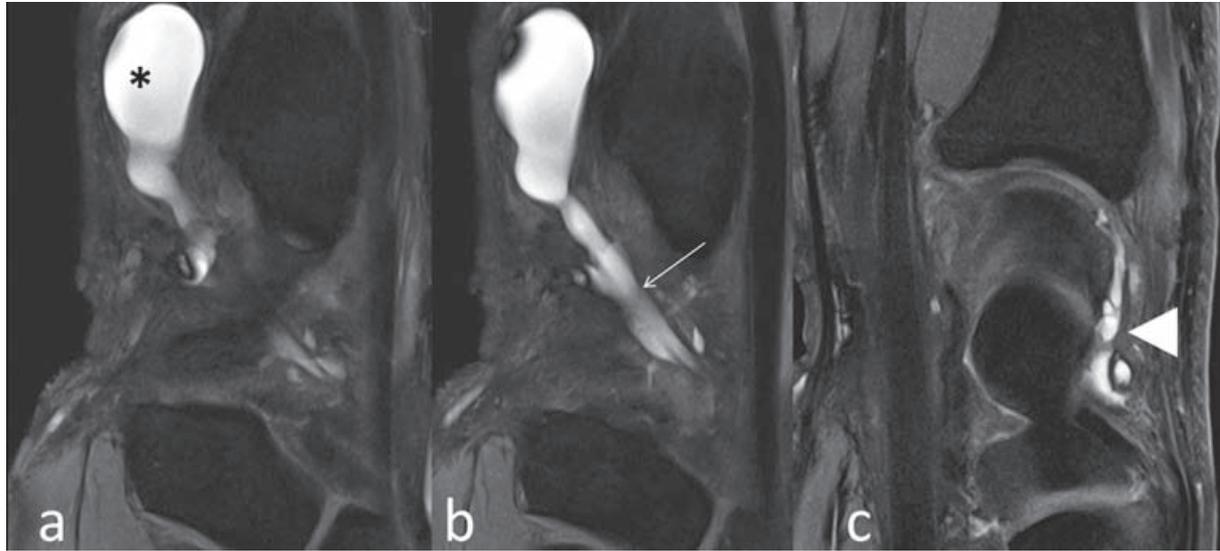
Kyste palmaire dont l'origine est dorsale (IRM en coupes sagittales T1 ruFISP avec saturation de la graisse) :
